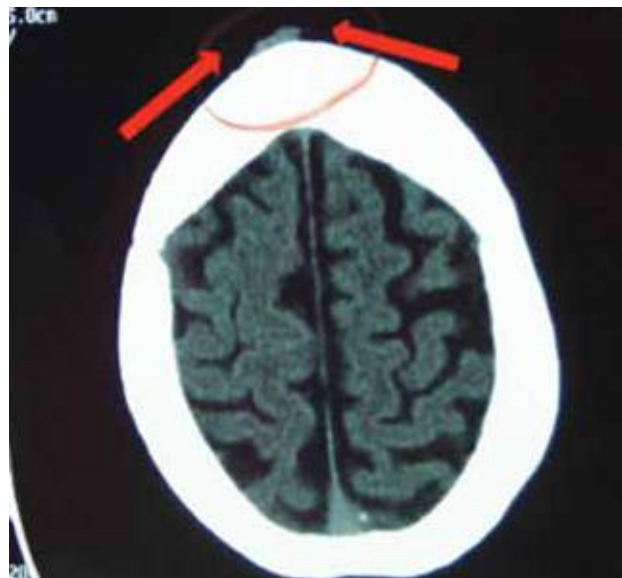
Tomografía de cráneo con ventana ósea muestra lesión expansiva de partes blandas en la región frontal media y sagital derecha.
